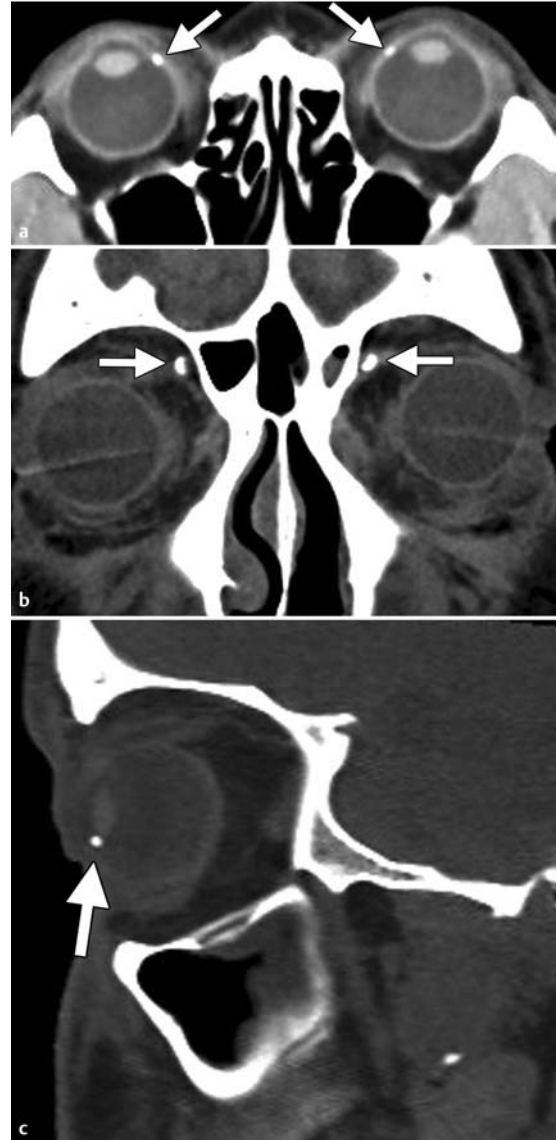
Leicht mit einem Orbitaimplantat zu verwechselnde Befunde bei 3 Patienten. a Axiale CT-Aufnahme eines 79-jährigen Mannes: bilateral Verkalkungen an den Ansatzstellen der medialen geraden Augenmuskeln (Pfeile); diese Befunde sind pathognomonisch für altersbedingte Skleraverkalkungen. Bei einem EX-PRESS-Implantat (vgl. Abb. 2 a) wäre die Schwächung stärker und die Lokalisation weiter medial. b Koronare CT-Aufnahme einer 66-jährigen Frau: bilateral Verkalkungen im Bereich der Trochlea (Pfeile). c Sagittale CT-Aufnahme eines 25-jährigen Mannes: punktförmiger Schwächungsbereich (Pfeil) im vorderen Aspekt des Augapfels, unmittelbar unterhalb der Höhe der Linse. Ein EX-PRESS-Implantat könnte ähnlich aussehen, aber diese Implantate werden nur selten inferior platziert (vgl. Abb. 2 b). In der Orbita waren mehrere weitere metallische Herde zu sehen, sodass ein Fremdkörper die wahrscheinlichste Diagnose darstellte. Die weitere Abklärung ergab, dass der Patient viele Jahre zuvor eine Schussverletzung im Gesicht erlitten hatte.
